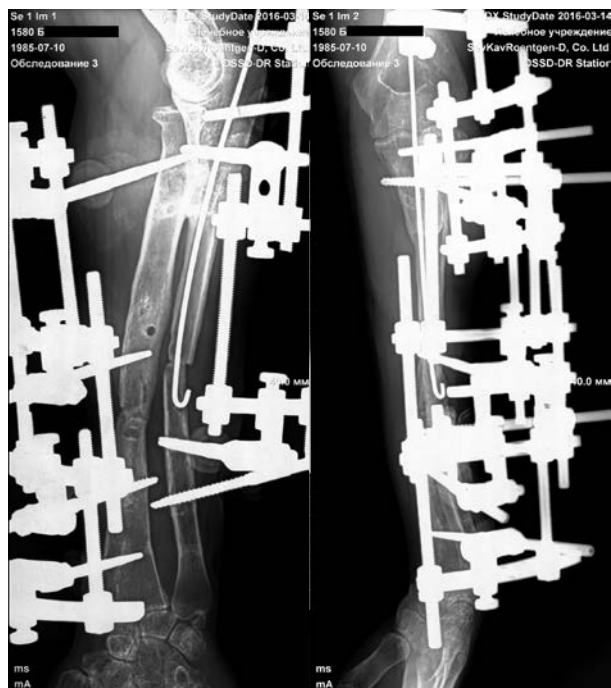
Рентгенограмма правого предплечья пациентки Б. через 14 месяцев фиксации в АВФ.
